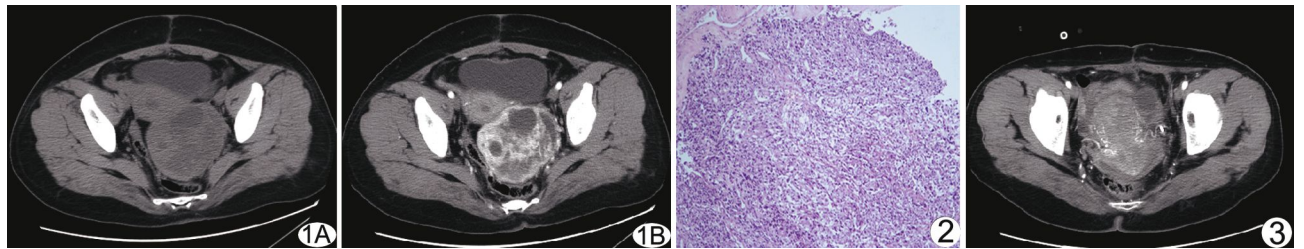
轴位 CT 表现 A. 平扫盆腔内见密度不均团块影, 推压周围器官; B. 增强扫描病变呈明显不均匀强化, 与周围器官分界尚清晰
